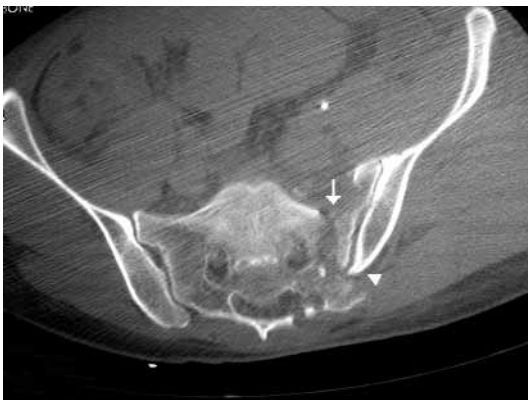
Desplazamiento vertical. Imagen TC que muestra fractura conminuta del sacro izquierdo (flecha) con desplazamiento vertical del ilíaco izquierdo (cabeza de flecha).
